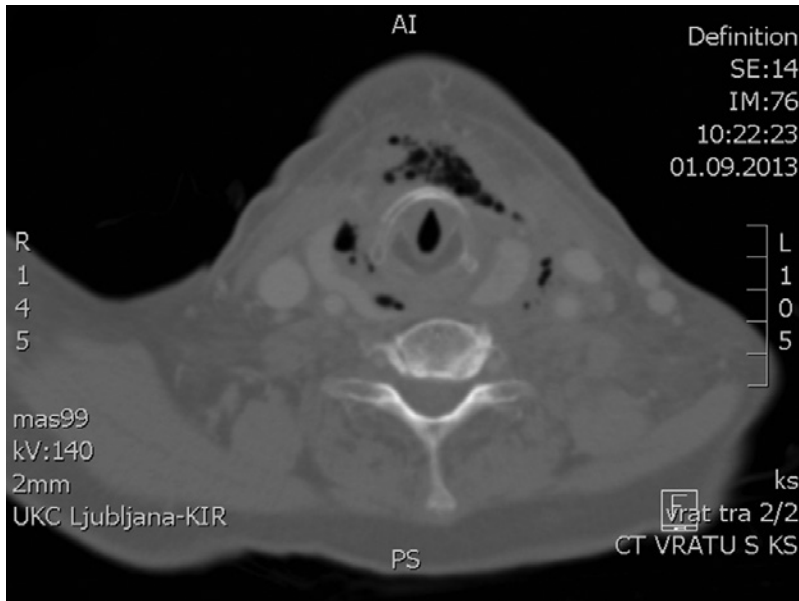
Axial CT image of the neck demonstrating fluid and gas collections, thickening of the subcutaneous tissues and cervical muscles, and signs of soft tissue dissection at the level of thyroid cartilage.
